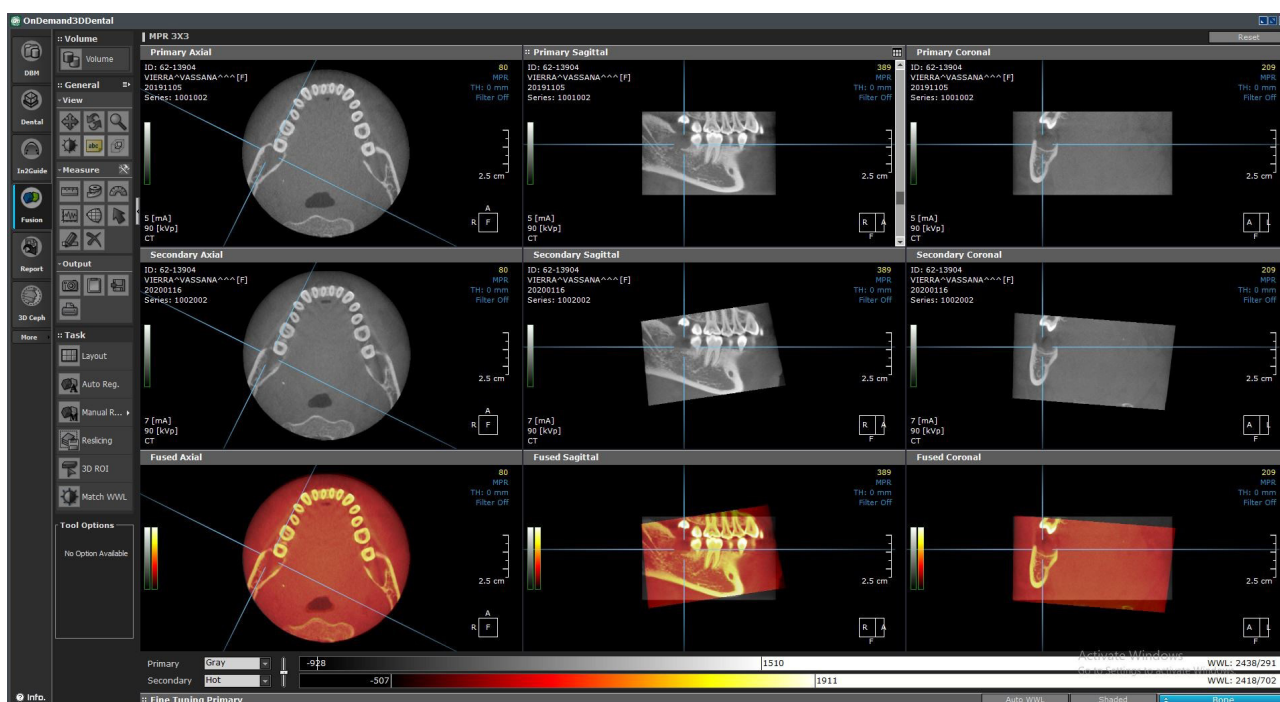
Radiographic evaluation on OnDemand3D® software. The upper row showed CBCT at T1, the middle row showed CBCT at T2 and the lower row showed the superimposition of T1 and T2 by this software.
